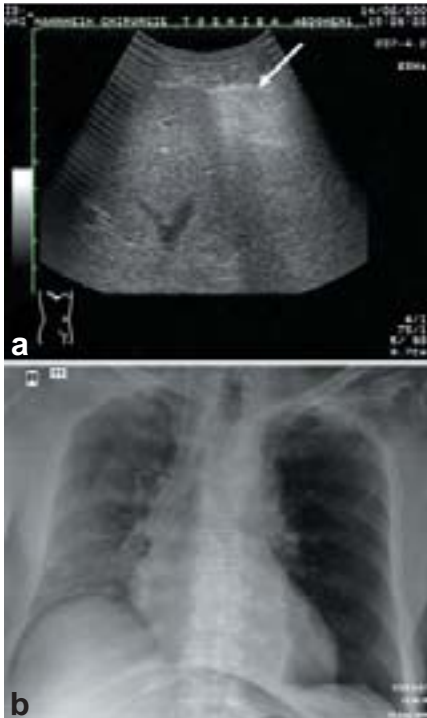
Sonographischer Nachweis von freier Luft a) Gasreflex über linkem Leberlappen mit dorsaler Schallauslöschung (Pfeil), b) röntgenologischer Nachweis freier Luft; Luftsicheln unter beiden Zwerchfellen.
